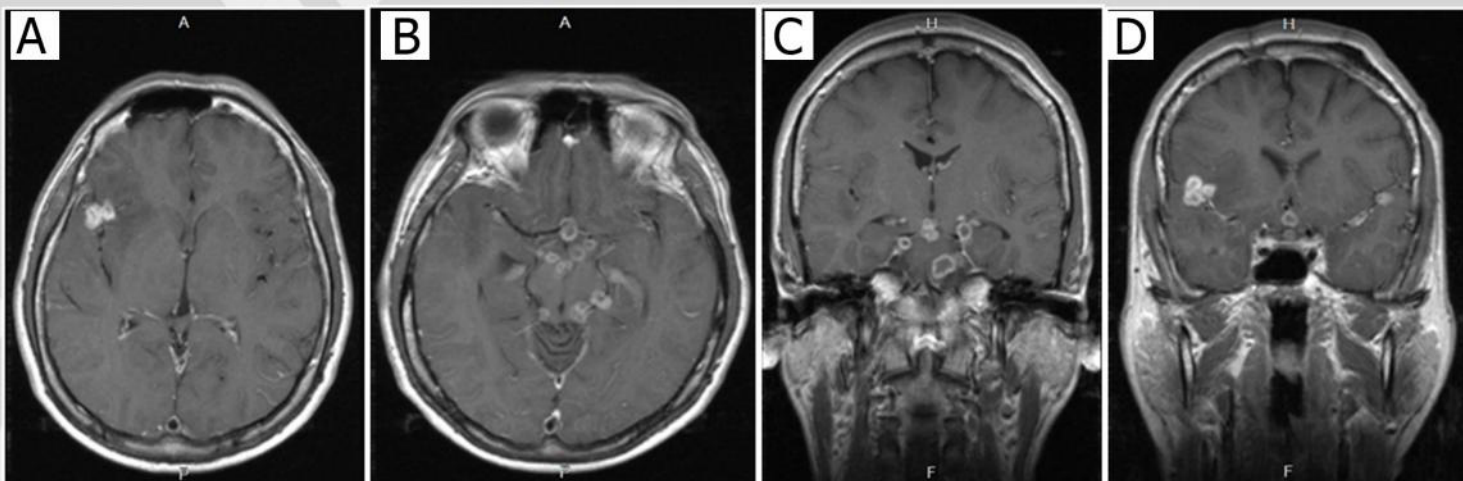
Resonancia Magnética Nuclear (RMN), la cual muestra lesiones correspondientes a tuberculomas en diferentes cortes:
